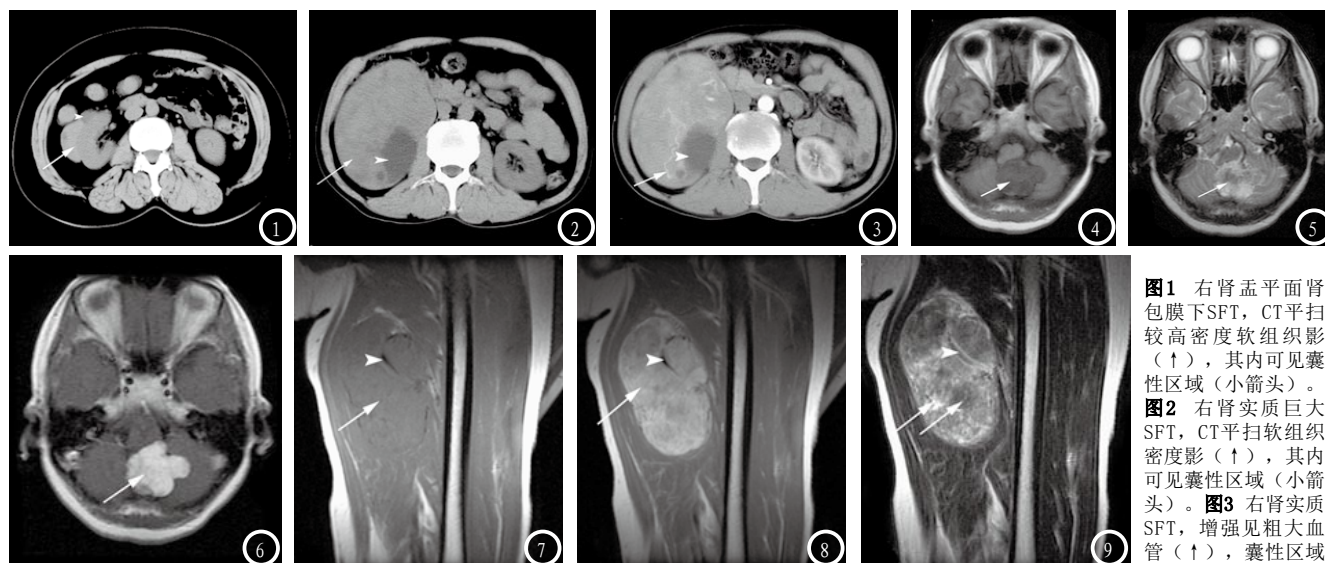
右肾孟平面肾包膜下SFT, CT平扫较高密度软组织影(↑), 其内可见囊性区域(小箭头)。图2 右肾实质巨大SFT, CT平扫软组织密度影(↑), 其内可见囊性区域(小箭头)。图3 右肾实质SFT, 增强见粗大血管(↑), 囊性区域
